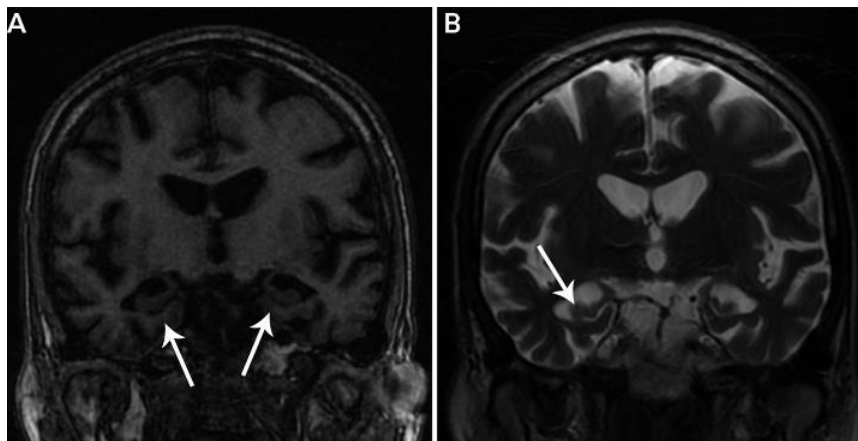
Estudio realizado mediante RMN de esclerosis hipocampal.
